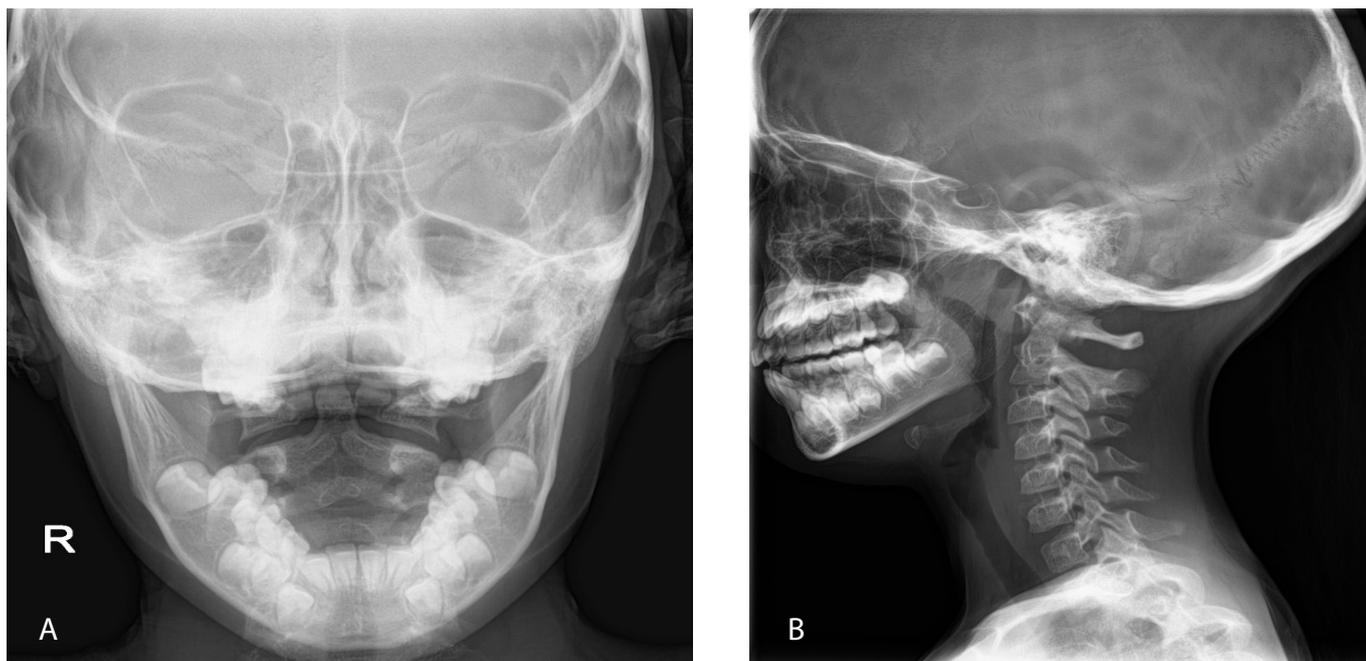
Ребенок Б., 7 лет. А.— Рентгенограмма шейного отдела позвоночника через открытый рот. Конгруэнтность суставных поверхностей С1-С2 сохранена, боковые массы атланта расположены не симметрично зубовидный отросток С2 отклонен вправо, незаращение дужки С2 позвонка. В.— Рентгенограмма шейного отдела позвоночника в боковой проекции. Шейный лордоз сохранен, признаков листеза не выявлено. Форма, размер позвонков обычны. Высота межпозвонковых дисков не снижены. Контуры и структура тел, ножек дуг, дугоотростчатых суставов и остистых отростков не изменены. Сустав Крювелье умеренно расширен.
